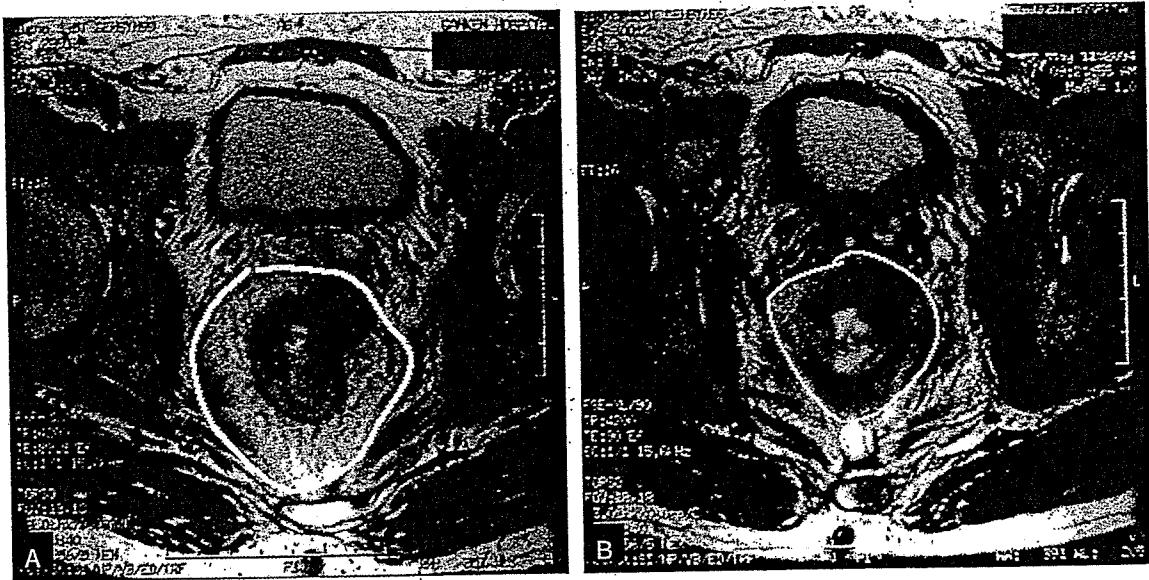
MRI所見からみた術前放射線化学療法による腫瘍縮小効果
